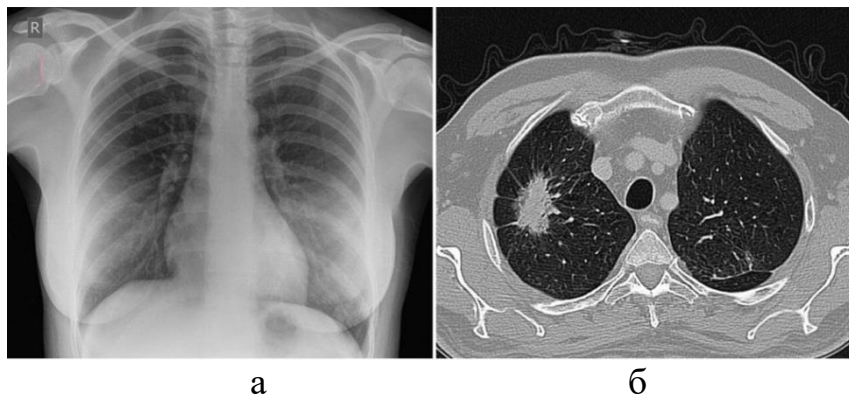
Знімки легень, отримані під час проведення комп'ютерної томографії: а – поздовжній (фронтальний) переріз, б – поперечний (аксіальний) переріз [32].
